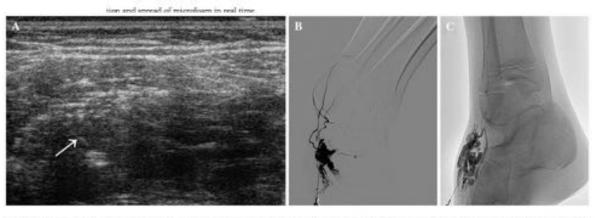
a Ultrasonographic appearance of direct percutaneous puncture (arrow) of VM. Phlebography images showing the VM before first (b) and second (c) treatment sessions
